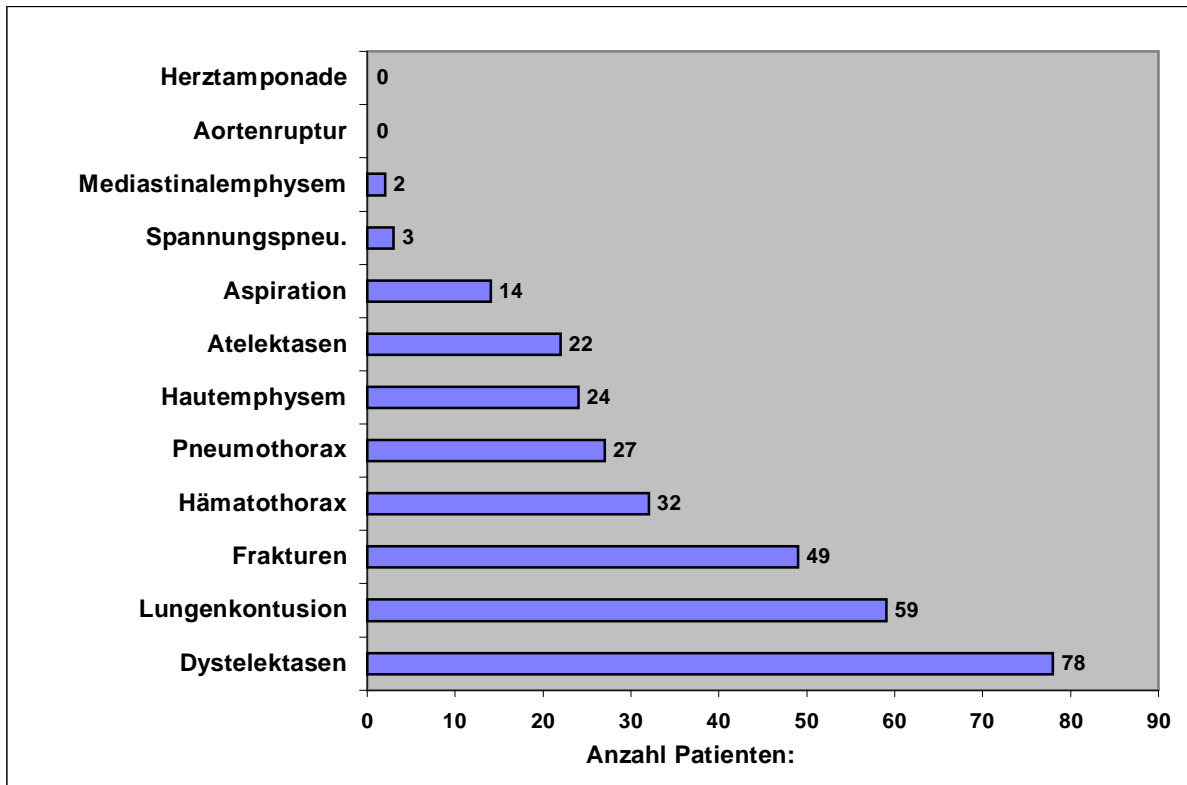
Verteilung der einzelnen Thoraxverletzungen bei Patienten mit Rö-Thorax a.p. und CT Thorax (Anzahl Patienten = 147)
